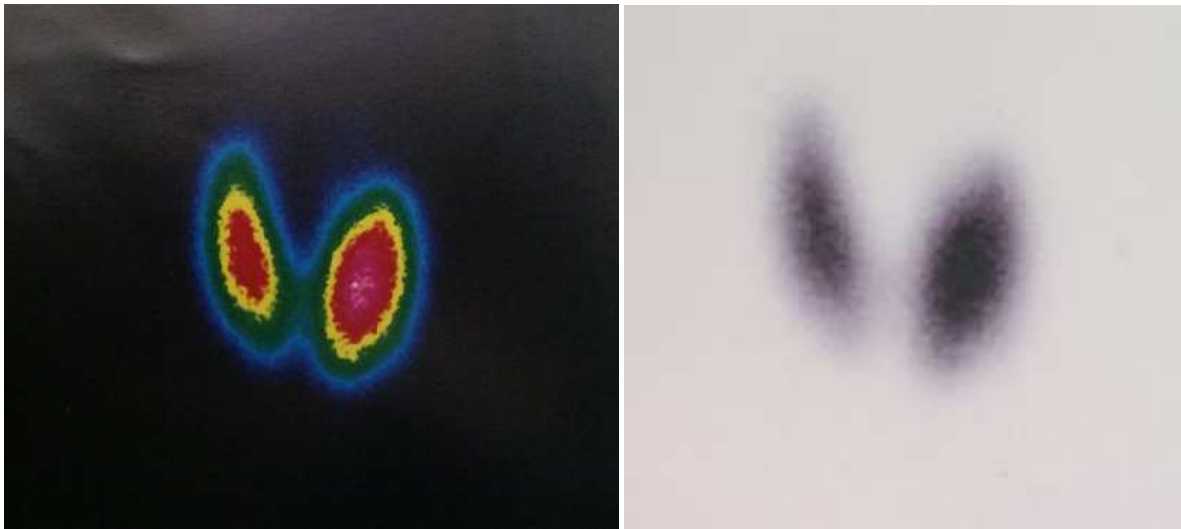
Image scintigraphique, montrant une glande augmentée de taille de contours réguliers et de captation très intense.
